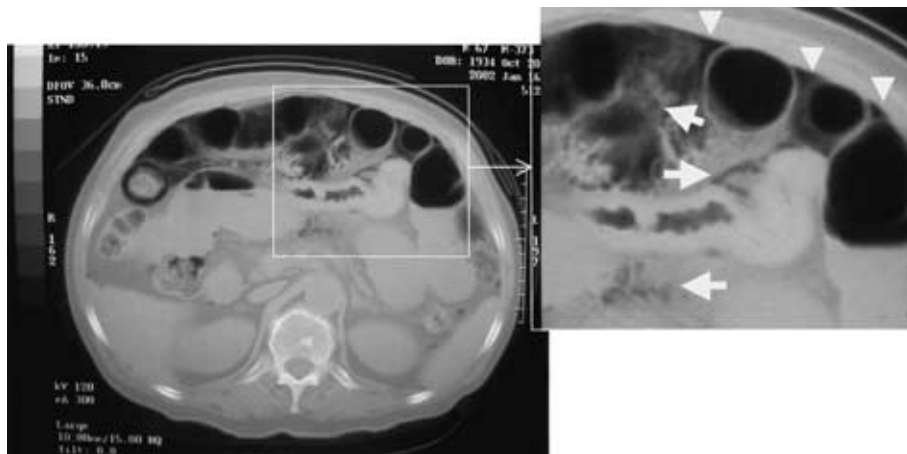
An abdominal CT showed free air (arrowheads) and emphysema (arrows) in the wall of dilated intestine and the mesentery.
